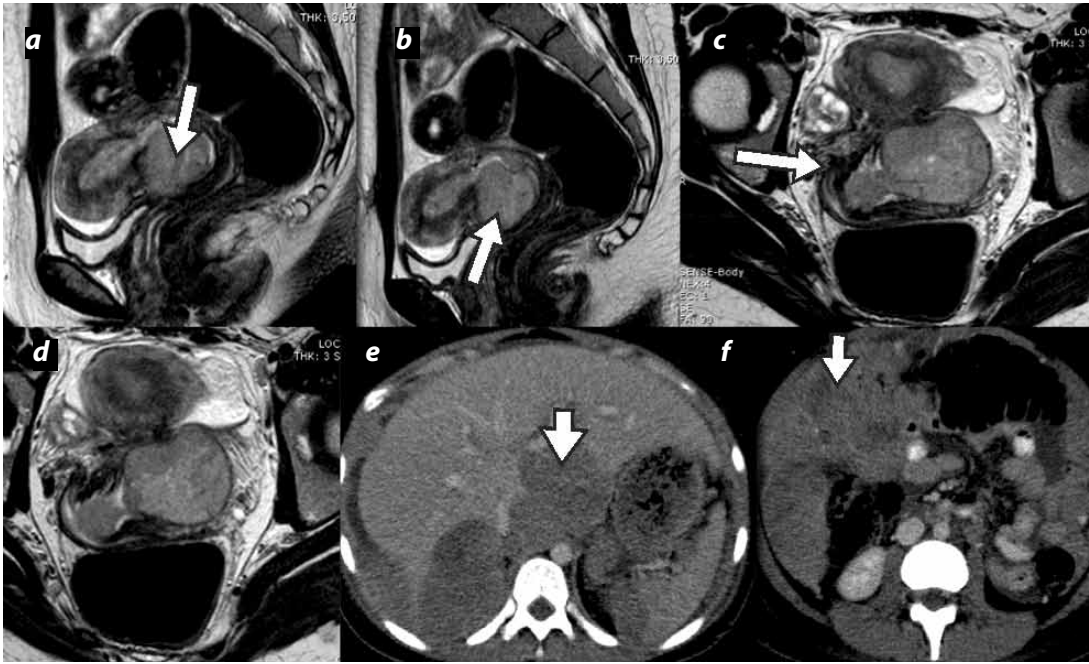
CCU estadio IIB. RM de alta resolución, (a) y (b) cortes sagitales, (c) y (d) cortes axiales, muestran lesión cervical de alta intensidad, con invasión parametrial, sin compromiso de pared pelviana (flechas largas). (e) y (f) TC con medio de contraste en cortes axiales, control a un año de evolución, postratamiento, implantes peritoneales (flechas cortas).
